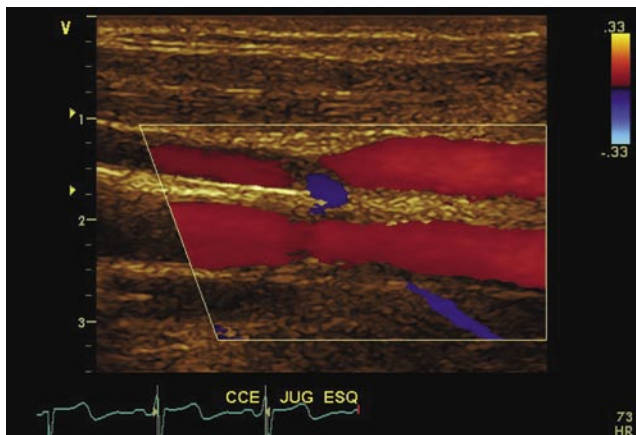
Doppler: Hiperfluxo de estimado pelo ECD.
